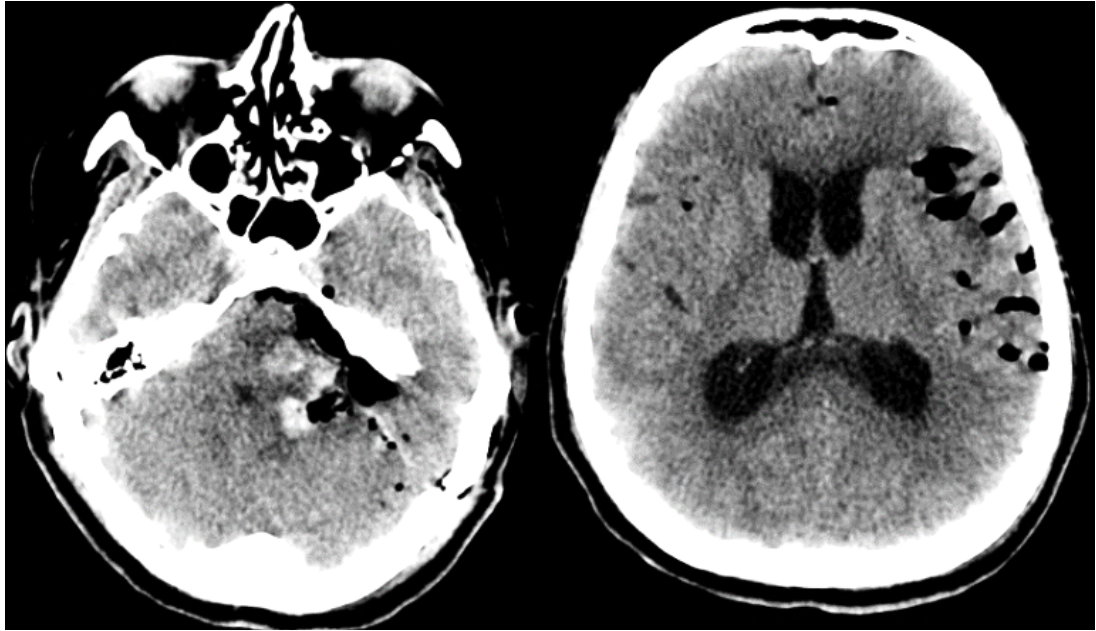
КТ головного мозга после ревизии операционной раны, выраженная вентрикуломегалия (индекс Эванса=32)
